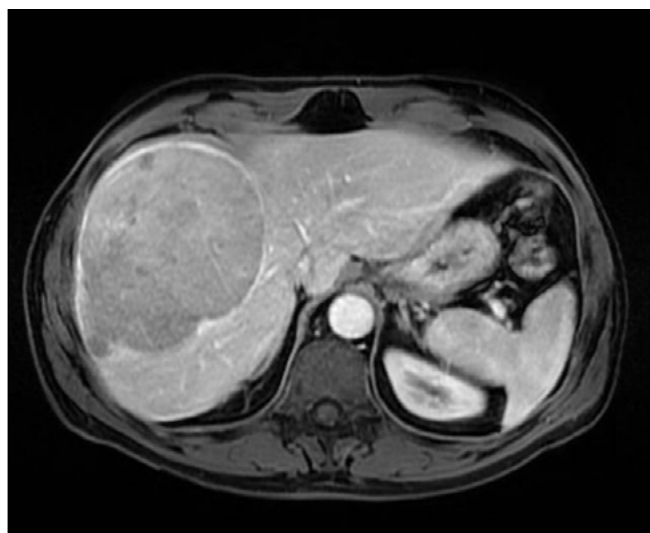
RMN Hepática - Lesión de 10.6 x 11.7 x 18.3 cm, que afecta principalmente a segmentos VI-VIII, lobulada, con cápsula perilesional y lavado de contraste en fases tardías.
